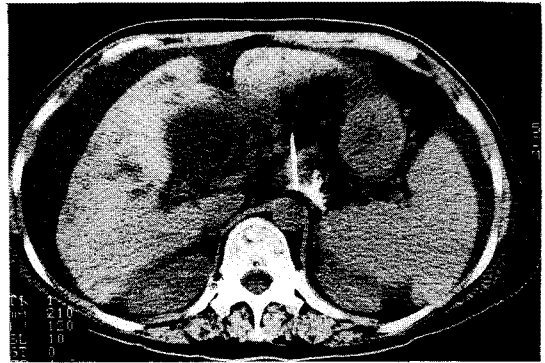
The non-enhanced CT scan of the upper abdomen after contrast media(20 minutes delay) reveals inadequate diffusion of contrast media.
